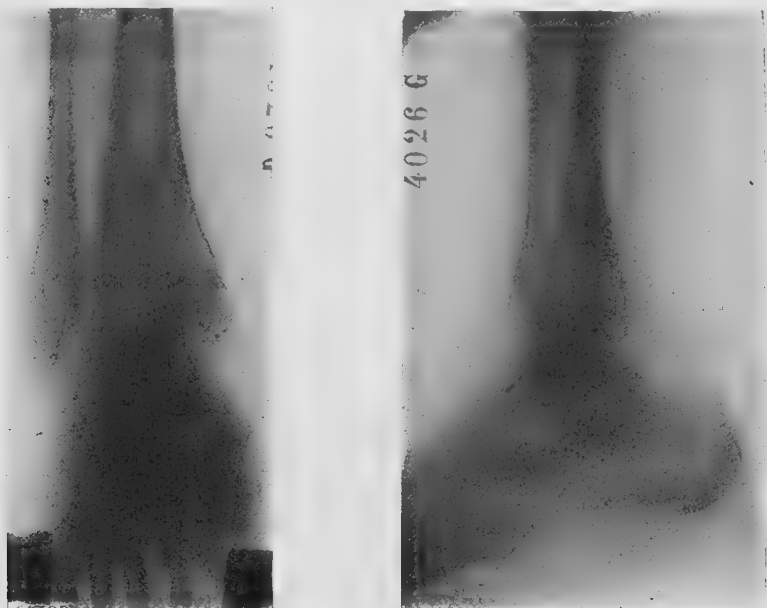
Radiographie deux ans après l'accident.
